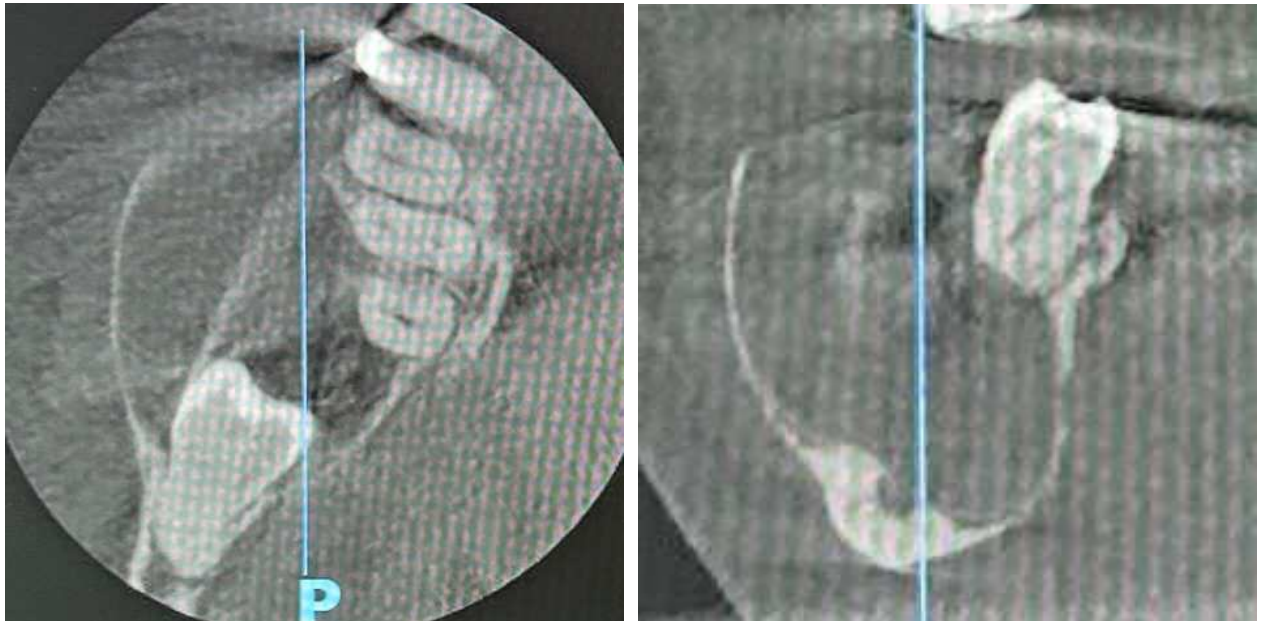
Coupes transversale et frontale du CBCT à 1 mois post-opératoire. Iconographie personnelle.
